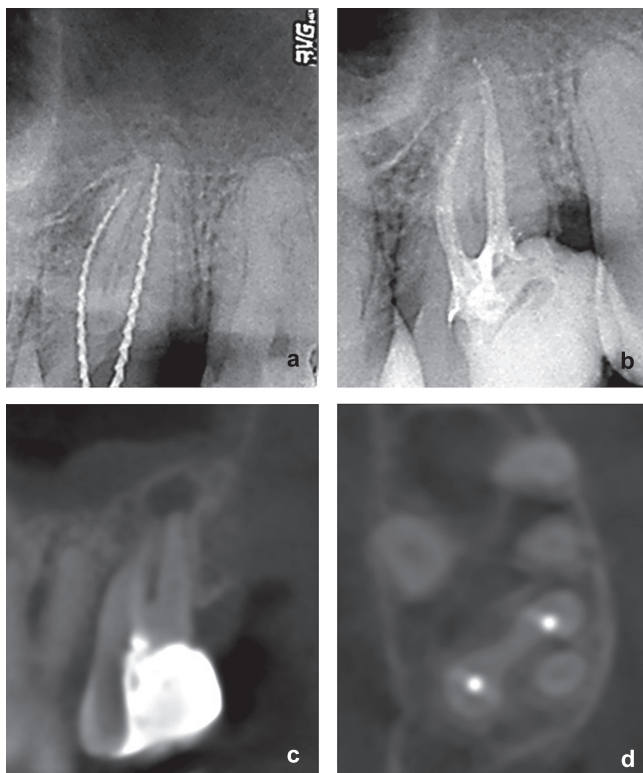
Внутриротовые рентгенограммы зуба 27: а – на этапе эндодонтического лечения; б – контрольный снимок; с, d – рентгенографические срезы зуба 27 диагностической КЛКТ через несколько лет при планировании протезирования в аксиальной и сагиттальной проекциях, соответственно: выявлен отдельный дистальный щечный корень без признаков эндодонтического лечения, очаг рентгенопрозрачности в области верхушки этого корня.
